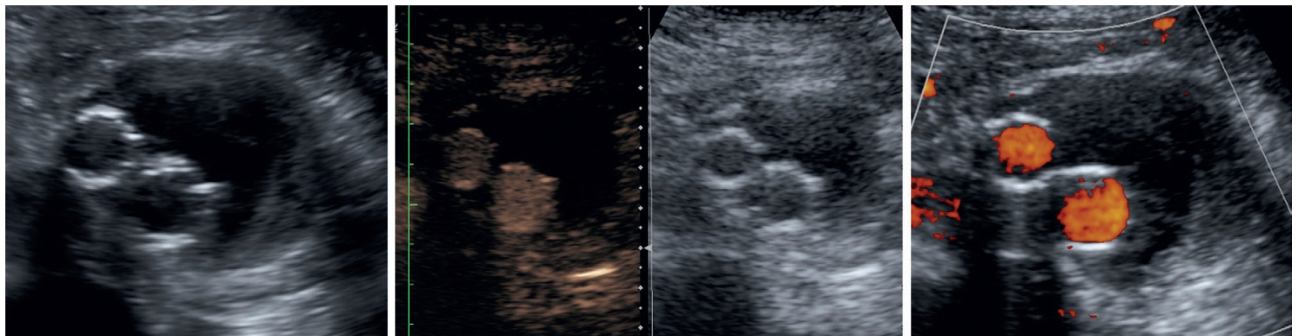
De gauche à droite différentes modalités : échographie 2D, double image (contraste et 2D), Doppler énergie.
